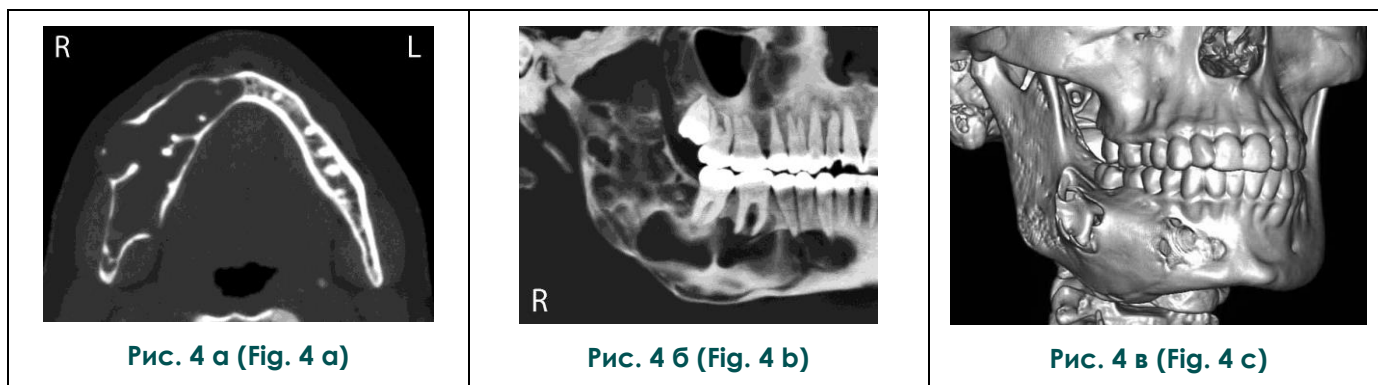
МСКТ, а – аксиальный срез, б - косо-сагиттальный срез нижней челюсти, в - трехмерная реконструкция изображения лицевых костей.
